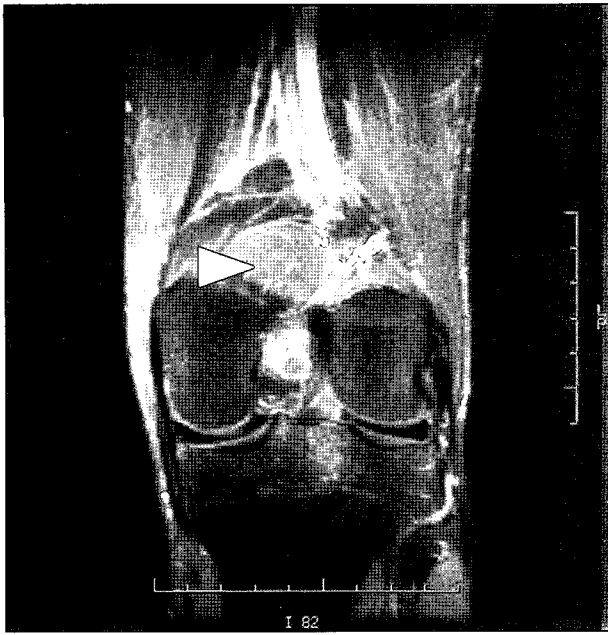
MRI shows a slightly enlarged medial head of gastrocnemius muscle (white arrow head).
